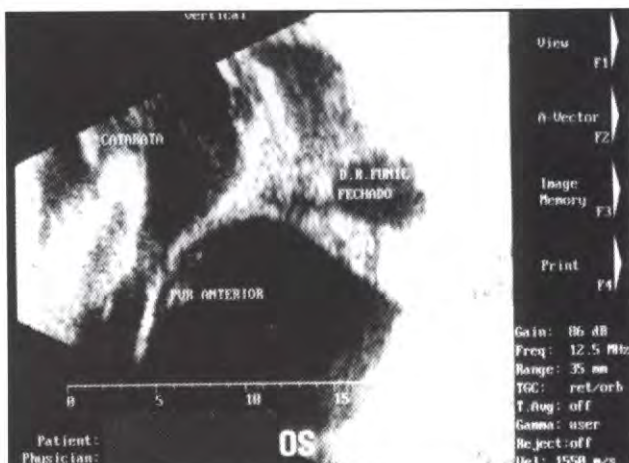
Ultrassonografia ocular OE. Corte vertical mostrando catarata, descolamento de retina em funil fechado, PVR anterior e áreas de calcificação na topografia da lesão.
